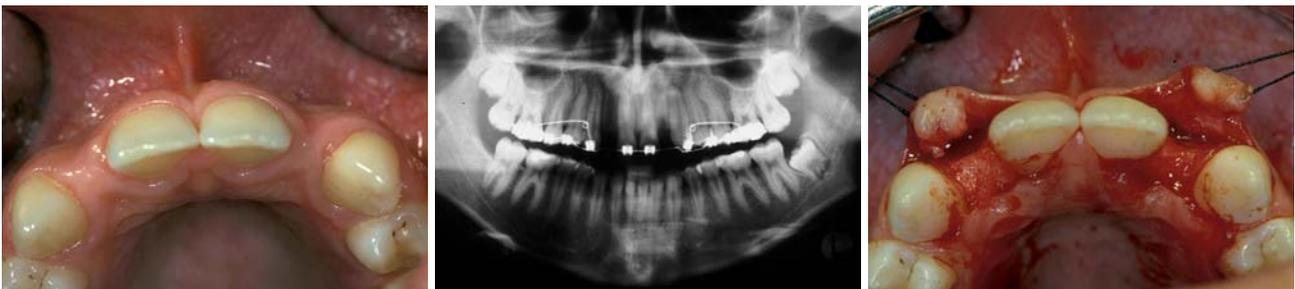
Klinischer Ausgangsbefund. – Abb. 2: Klinischer Ausgangsbefund im Orthopantomogramm (OPG). – Abb. 3: Intraoperative Situation: Krestaler Zugang ohne Entlastungsinzisionen.
